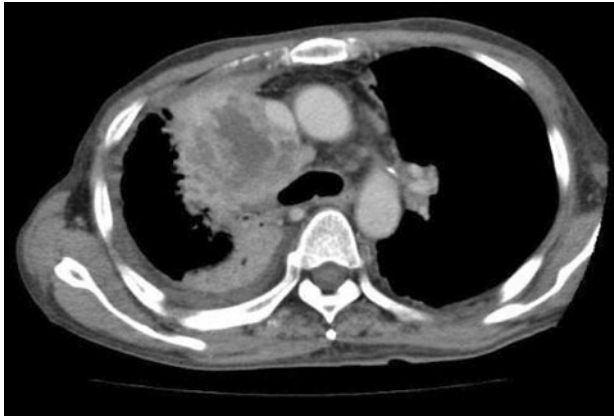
Chest CT scan revealed a 7×7 cm tumor in the right upper lobe with a peripheral lung atelectasis.
